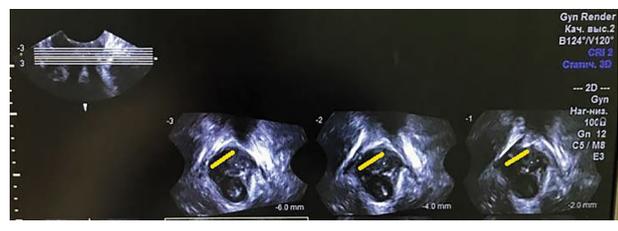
Трансперинеальное томографическое исследование в аксиальной плоскости леваторного комплекса. Полный правосторонний отрыв m. levator ani (ЛУИ 2,7 см; желтые линии).
